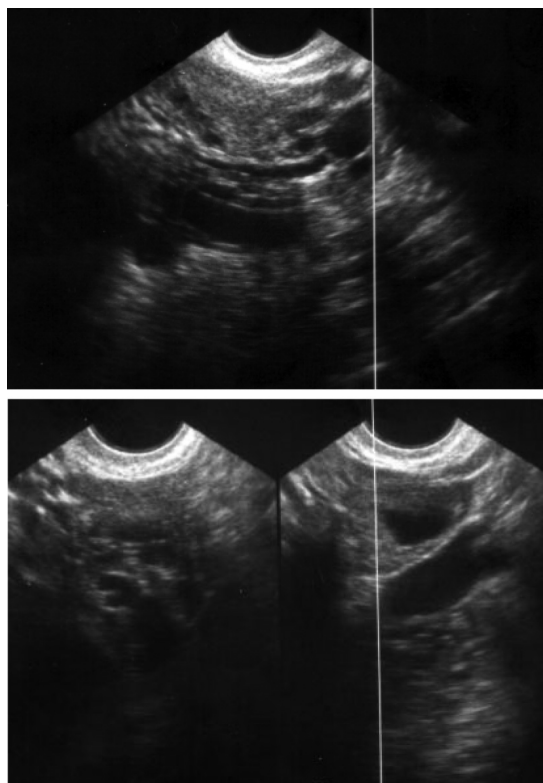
УЗИ: варикозное расширение вен малого таза
